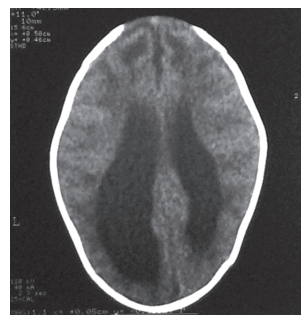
КТ головного мозга ребенка Г. в возрасте 2 мес. Диагноз: последствия церебральной ишемии III степени, формирующийся ДЦП, тетраплегическая форма, субкортикальная лейкомаляция.
